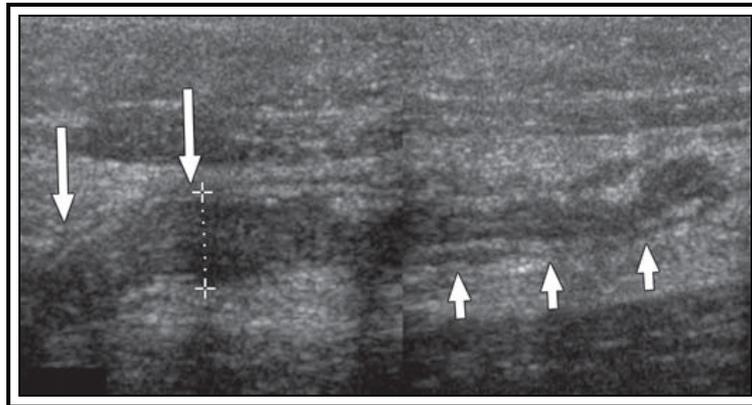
Ultrassonografia longitudinal do apêndice em posição cranial no flanco direito em homem de 20 anos com apendicite retroperitoneal. O apêndice apresenta-se inflamado, espessado (9 mm de diâmetro – setas longas) e envolvido por gordura hipocogénica (setas curtas), inflamada e não compressível. A extremidade proximal do apêndice não se encontra alargada (Kuzmich et al 2009).
